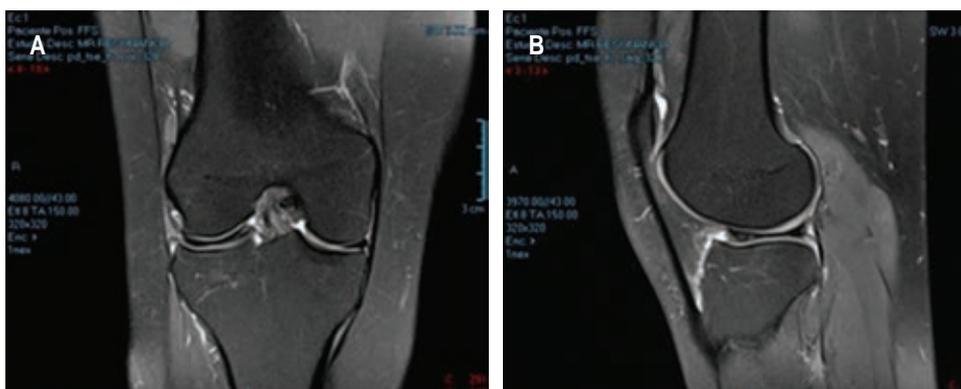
Imagen por resonancia magnética de un caso clínico de una mujer de 31 años con menisco lateral discoide sintomático, rodilla derecha. A) Corte coronal en T2, se observa menisco completo en todos los cortes de anterior a posterior. B) Corte sagital en T2, se observa continuidad entre los cuernos con apariencia engrosada y plana en su zona media, además del *bow-tie sign*.
